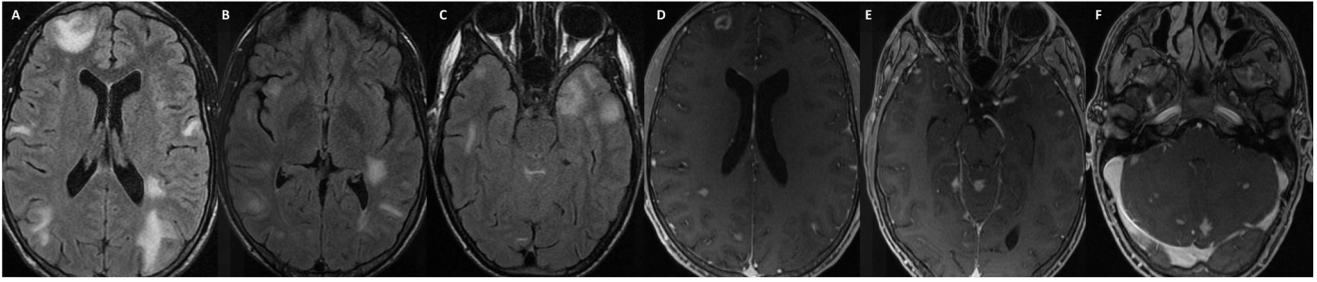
Proceso linfoproliferativo VEB-positivo compatible con granulomatosis linfomatoide grado 2. En las imágenes de RM se identifica una afectación parcheada multifocal con hiperintensidades en secuencias FLAIR (A-C) en sustancia blanca, sustancia gris profunda y región infratentorial. En las secuencias con contraste (D y E) muestran una captación puntiforme, anular y lineal que traducen una infiltración angiocéntrica y perivascular.
